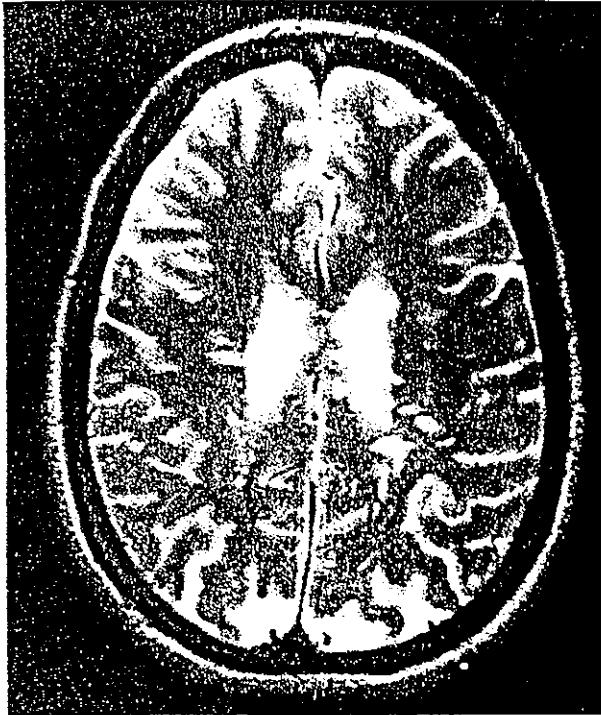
MS症例(38歳, 女性)の脳MRI T2強調画像
